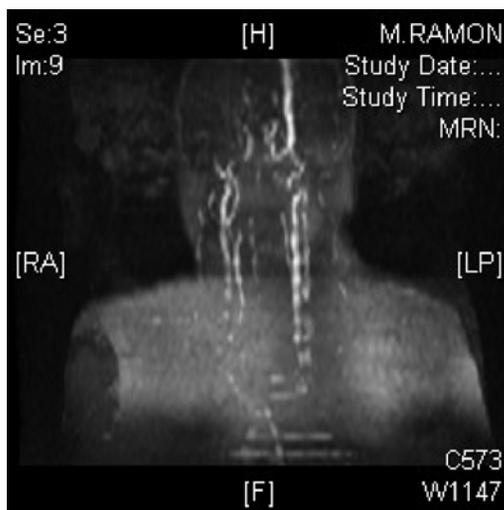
RMN vascular cerebral: la carótida del lado derecho se muestra ausente.
